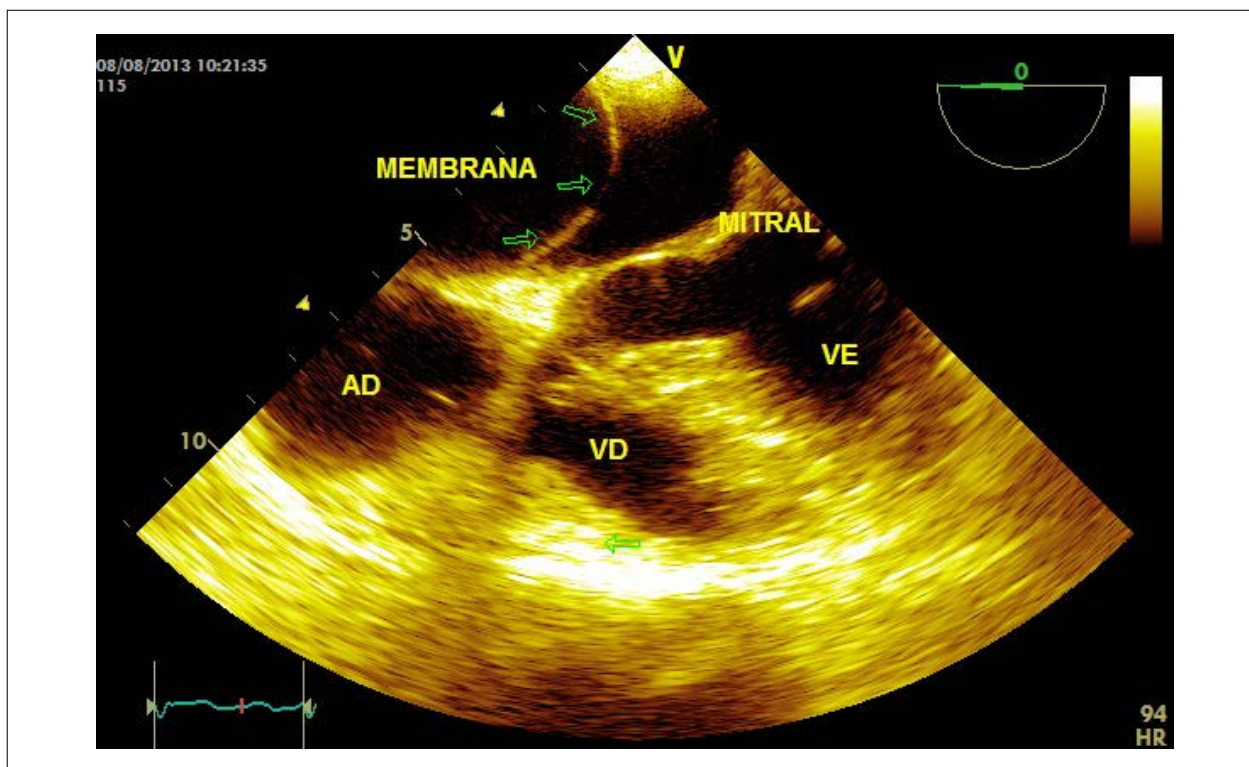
Corte de 4 cámaras a la ecocardiograma transesofágica evidenciando la membrana al interior del atrio izquierdo. AD = atrio derecho, VD = ventrículo derecho, VI = ventrículo izquierdo.
